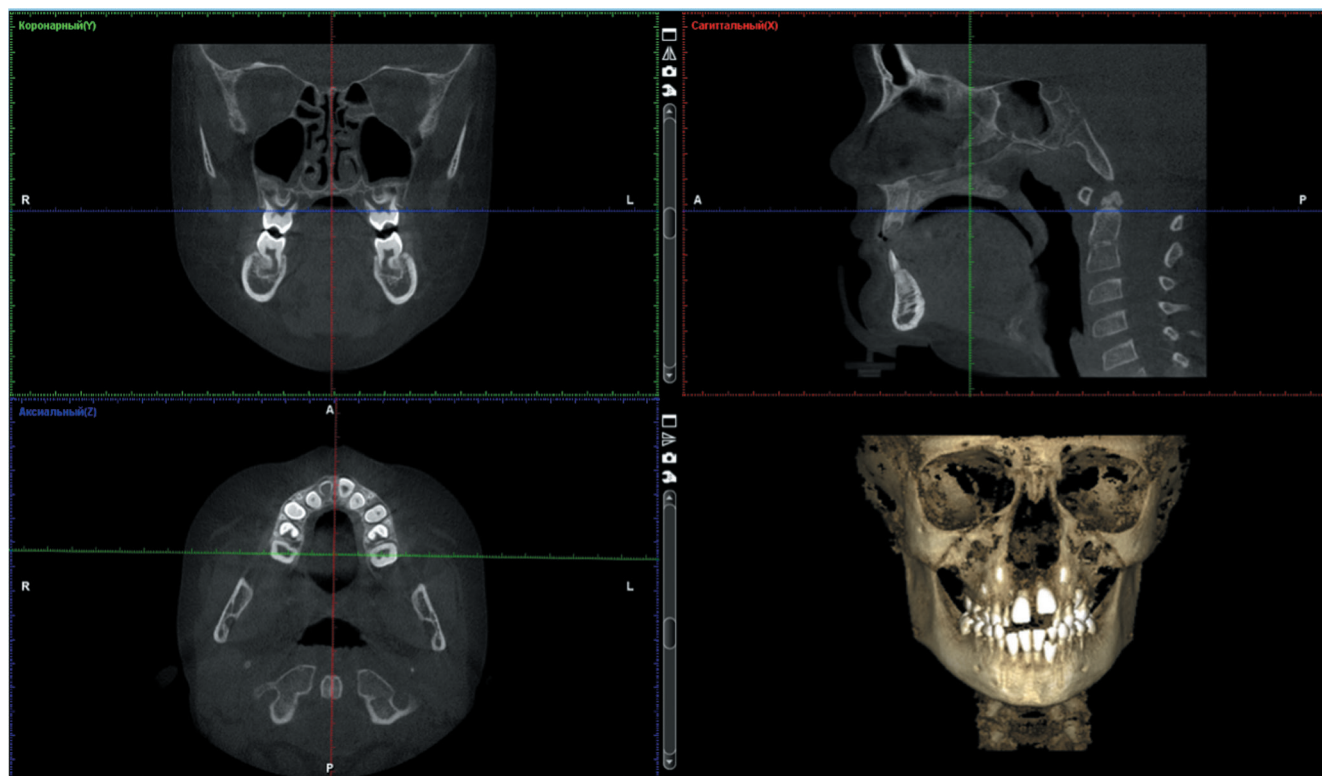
КЛК-томограмма. Окно мультипланарной реконструкции.
